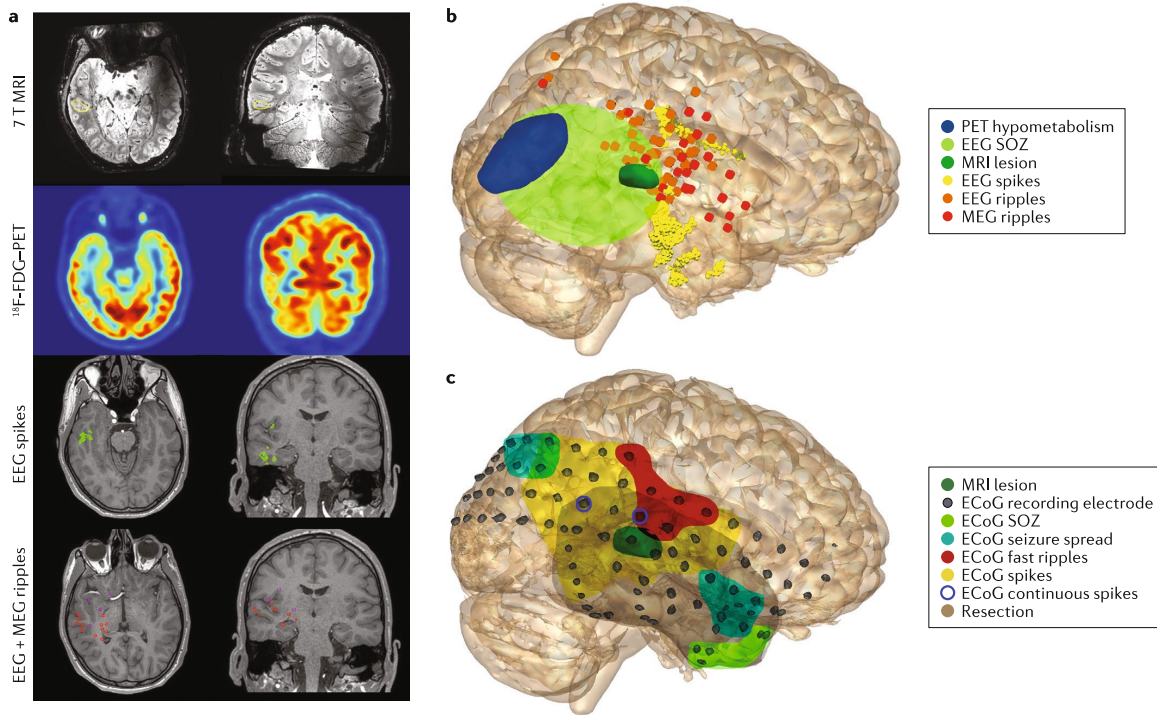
Imagerie multimodale de l'épilepsie pour la planification de la chirurgie. a) IRM 7 T, TEP, EEG et MEG. b) Combinaison des données issues de techniques non invasives, c) Combinaison des résultats issus de techniques invasives. La zone de résection est identifiée en brun. Tiré de [7].
